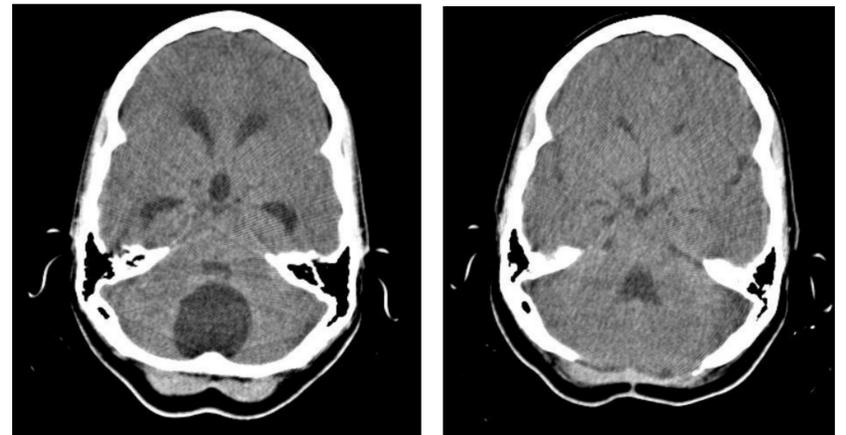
TAC simple de cráneo preoperatoria (izquierda) y postoperatoria (derecha)
